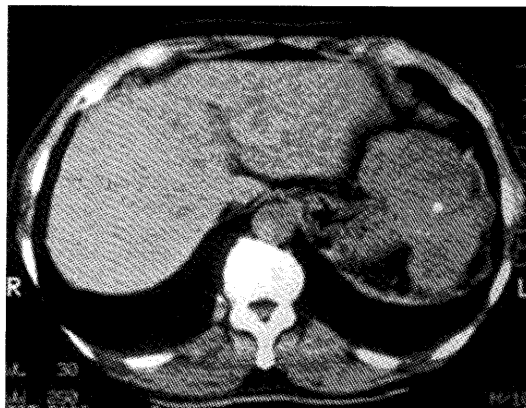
Transverse plain CT scan shows the large extraluminal gastric tumor with central low attenuation.
